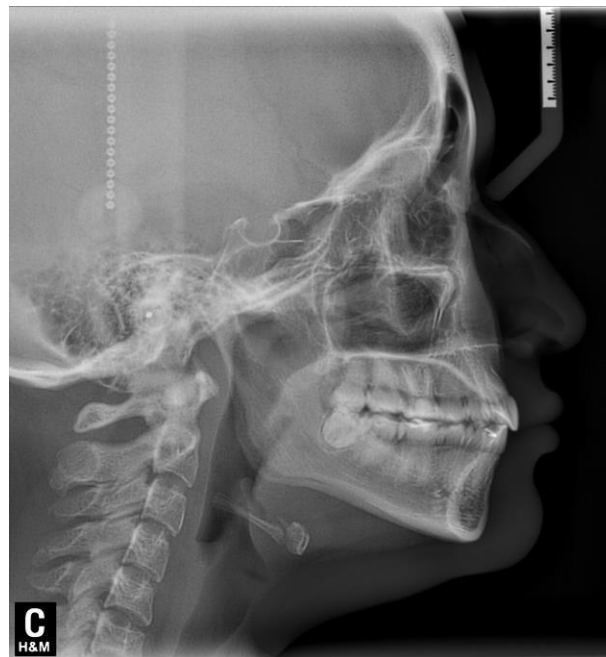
Radiografía Lateral final
